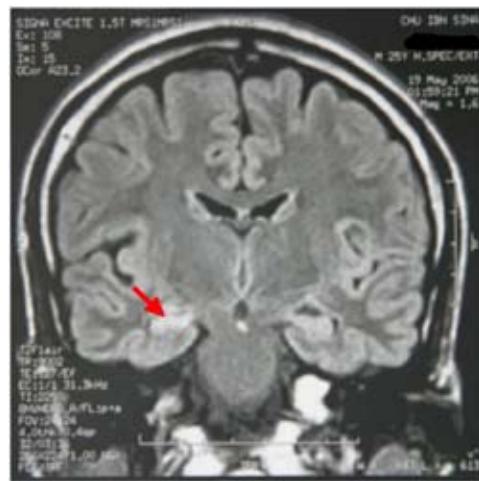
IRM encéphalique coupe coronale séquence flair montrant un cas de sclérose mésiotemporale.
